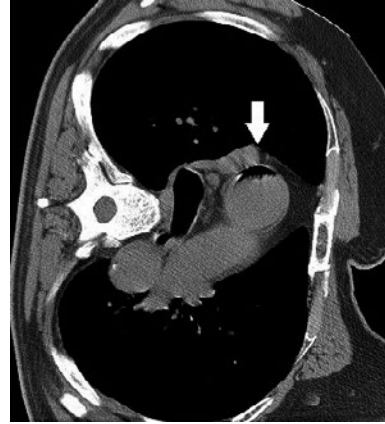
症例3. マーキング後の胸部CT (左側臥位) で上行大動脈内に空気像を認める (矢印).
